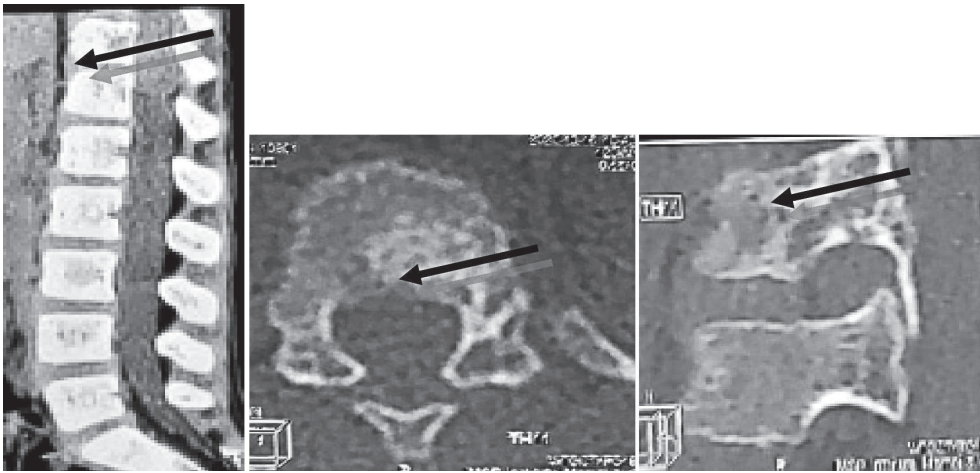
CT –toracolombar.
